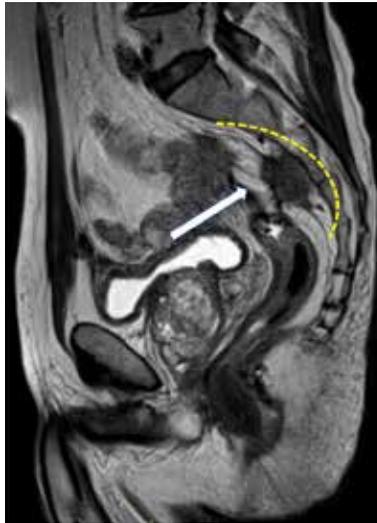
Corte sagital de resonancia magnética en T2 que muestra una RLCR por delante de S3. Si bien el tumor se encuentra separado de periostio sacro no se puede tener certeza absoluta de su invasión. La línea de puntos amarilla grafica el plano de la resección subcortical en éste caso particular.
